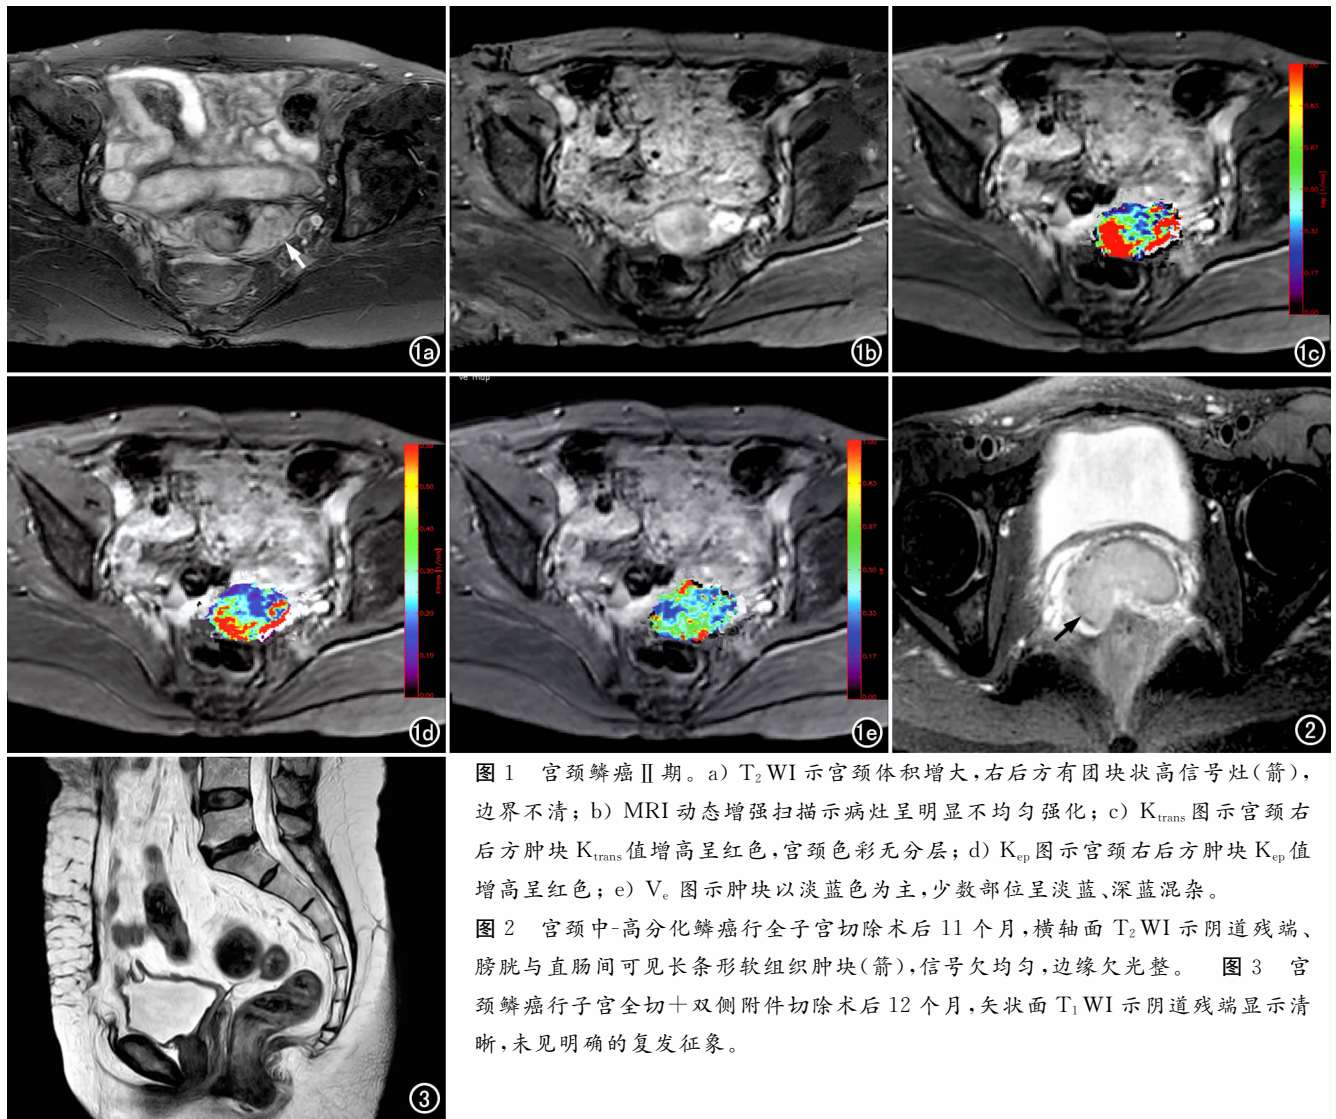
宫颈鳞癌 II 期。a)  $T_2$ WI 示宫颈体积增大,右后方有团块状高信号灶(箭),边界不清; b) MRI 动态增强扫描示病灶呈明显不均匀强化; c)  $K_{trans}$  图示宫颈右后方肿块  $K_{trans}$  值增高呈红色,宫颈色彩无分层; d)  $K_{ep}$  图示宫颈右后方肿块  $K_{ep}$  值增高呈红色; e)  $V_e$  图示肿块以淡蓝色为主,少数部位呈淡蓝、深蓝混杂。
